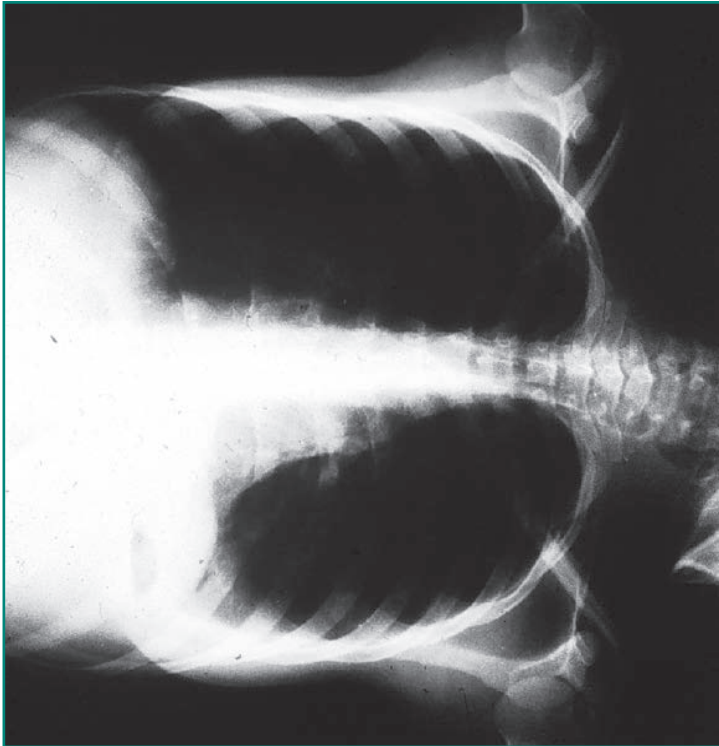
Derrame pleural izquierdo. Radiografía en decúbito lateral.
